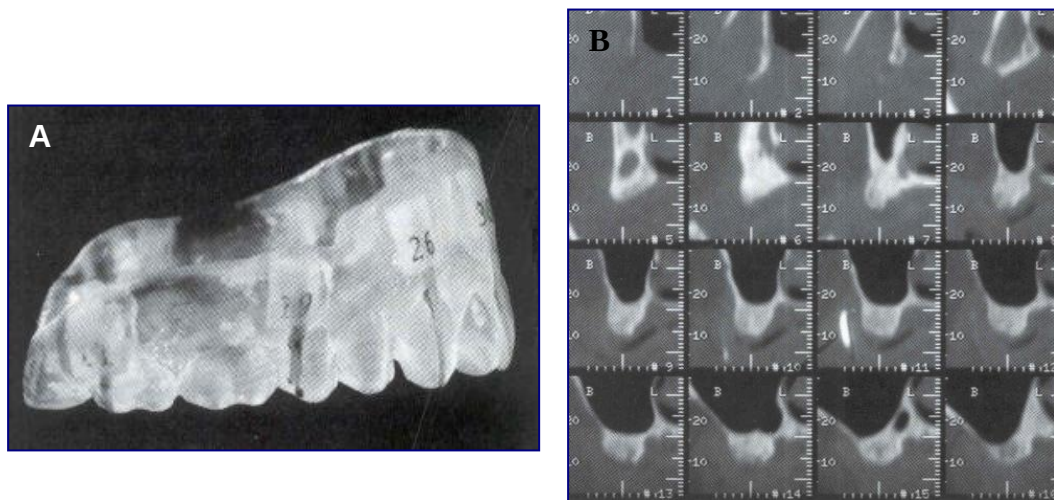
Figura # 49 A.- Plantilla maxilar (vista lateral derecha) con la posición de los implantes numerada. B.- Vista de la sección transversa de la película del maxilar derecho de la tomografía computadorizada. Tomado de Urquiola 1997
